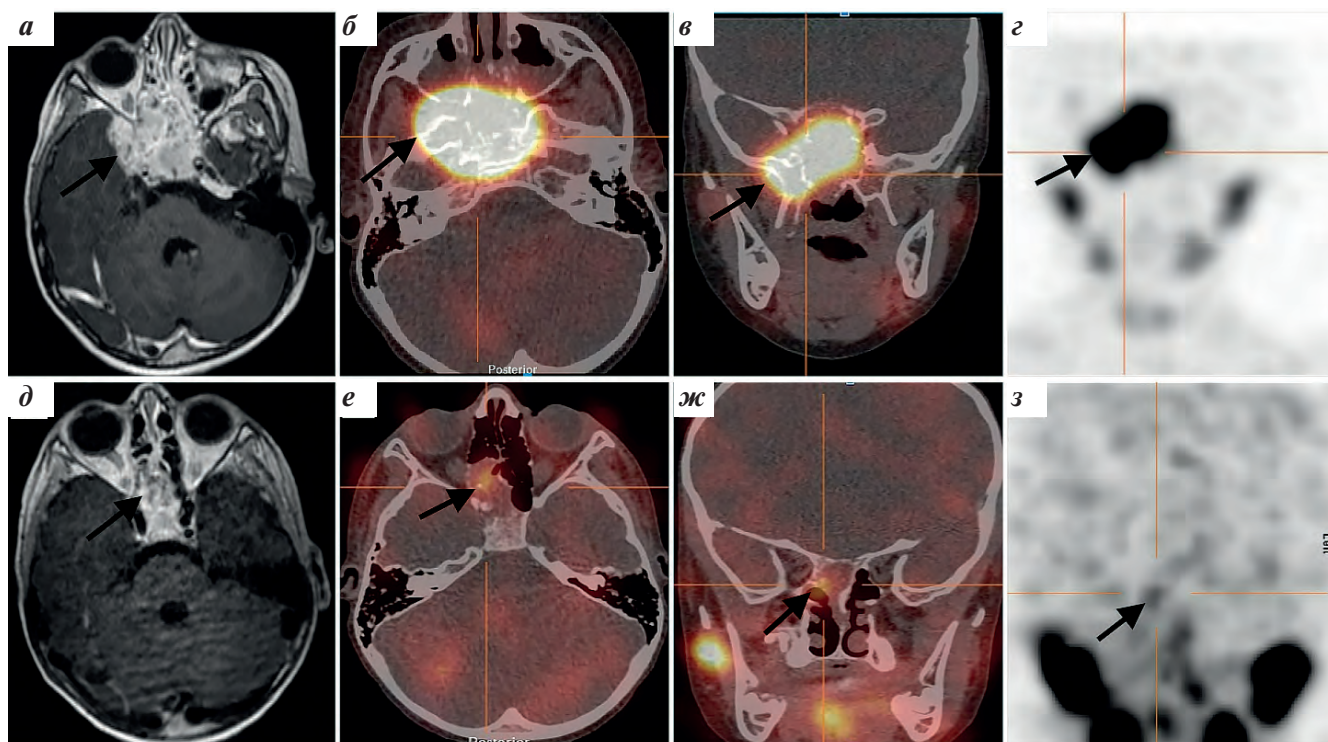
Мальчик, 5 лет. Диагноз: НБ правого надпочечника, 4-я стадия по INSS (метастатическое поражение КМ, костей основания черепа), амплификации гена MYCN, делеций 1p и 11q не выявлено. Группа высокого риска. МРТ T1-взвешенные изображения (ВИ) с контрастным усилением: инициальное (а) и после этапа индукционной ХТ (д); однофотонная эмиссионная КТ/КТ-совмещенные изображения: инициальное (б, в) и после индукционной ХТ (е, ж); ^{123}I -МЙБГ-томографические изображения: инициальное (г) и после индукционной ХТ (з)
